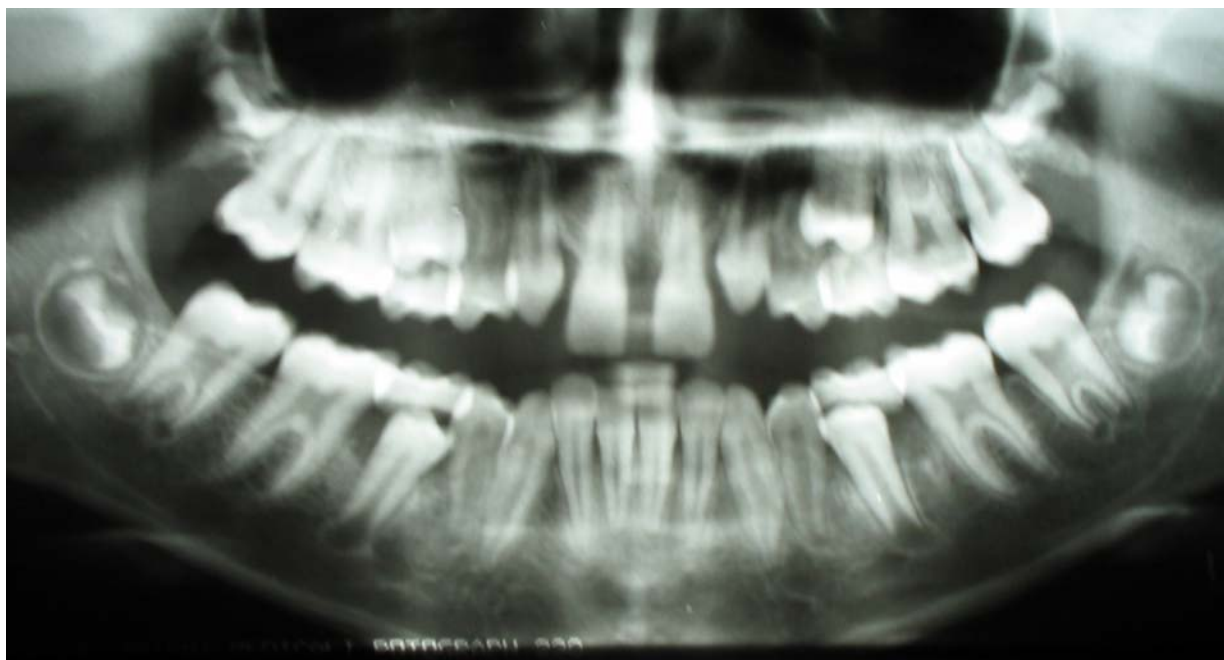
Radiografia panorâmica evidenciando taurodontismo nos segundos molares superiores e inferiores e agenesia de incisivos laterais superiores.
